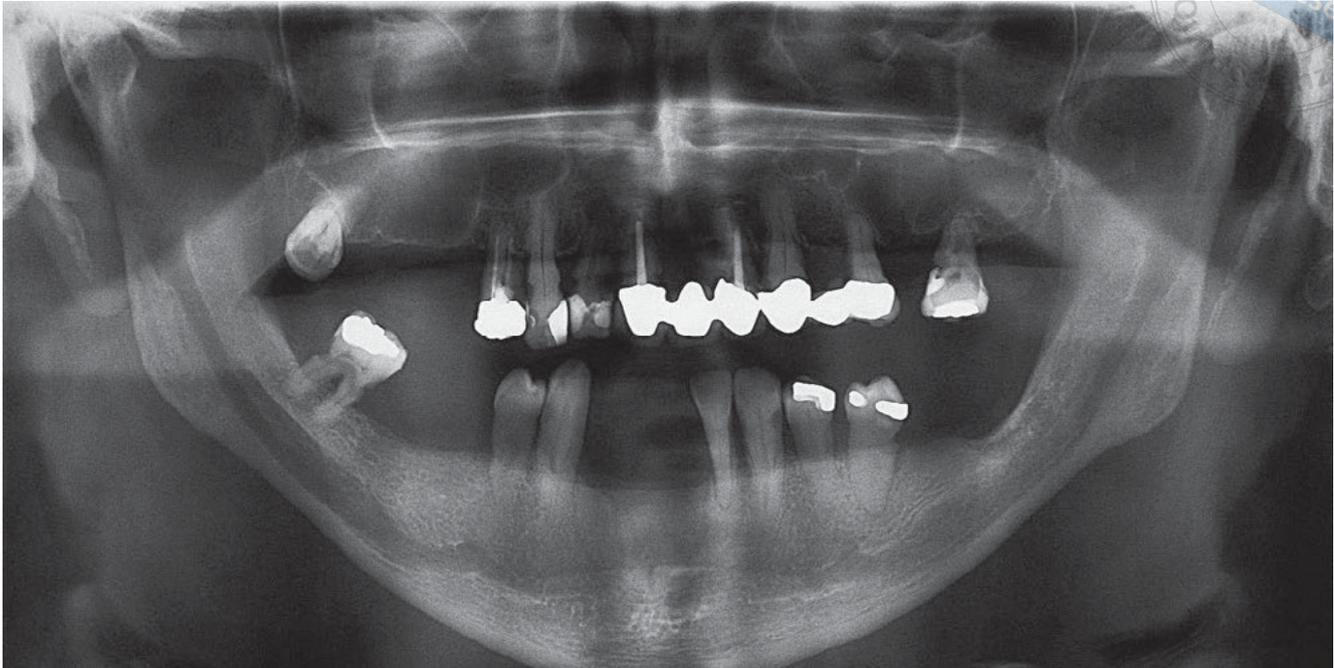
Orthopantomogramm (OPG) eines 57-jährigen Patienten mit Leukämie, bei dem eine orale Fokussuche durchgeführt wurde. Multiple kariöse Läsionen, insuffiziente Restaurationen, apikale und parodontale Läsionen sowie nicht erhaltungsfähige Zähne sind erkennbar.
